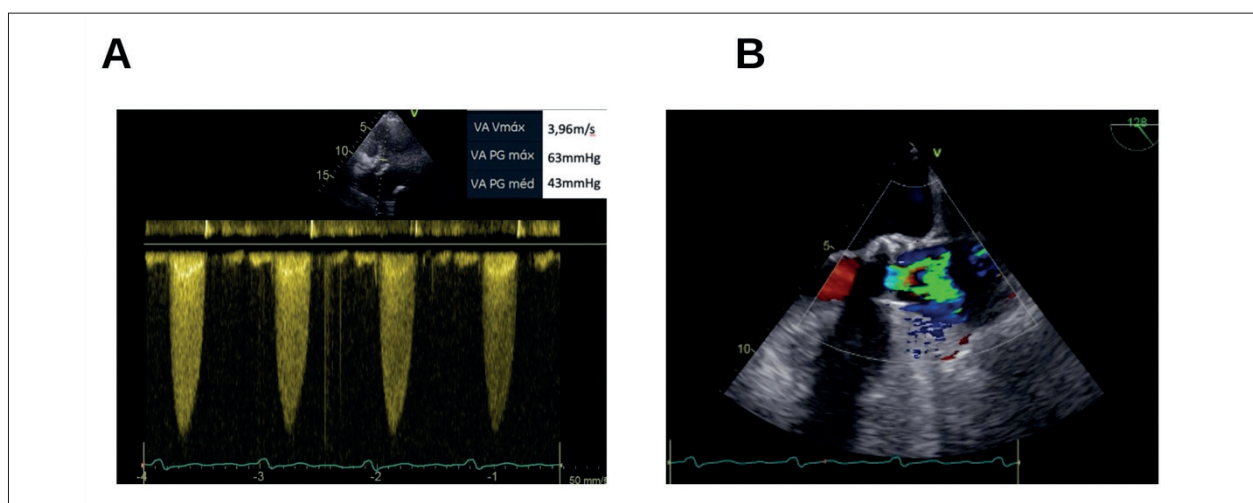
Achados ecocardiográficos de disfunção da endoprótese. A: Gradiente médio elevado transprotético em posição aórtica ao ecocardiograma transtorácico. B: ETE a 130° com visualização da via de saída do ventrículo esquerdo e formação de 'aliasing' no fluxo ao Doppler colorido através da endoprótese.
